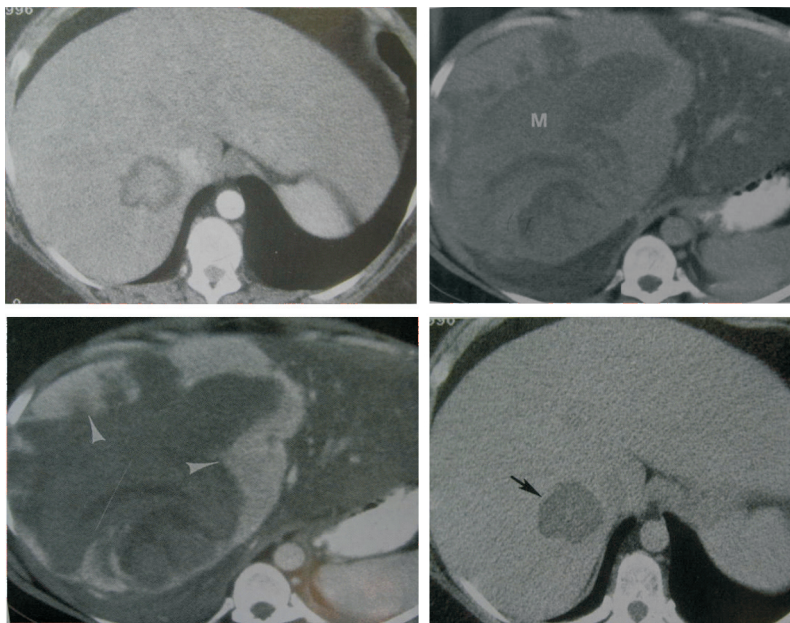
Tomografía axial computarizada de hígado con adenoma.
